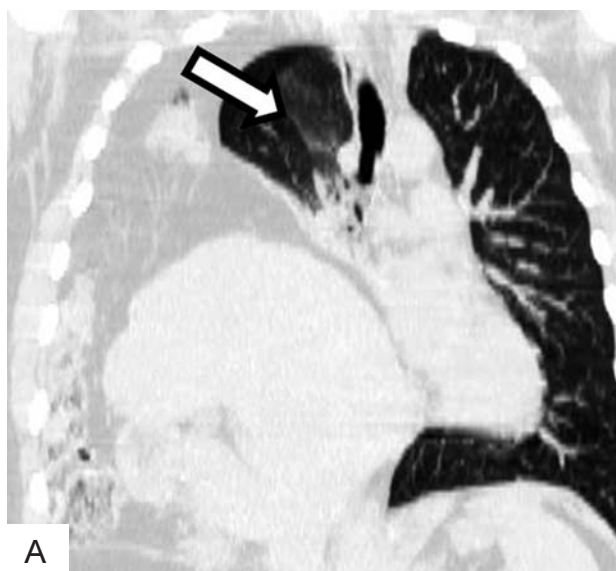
Компьютерные томограммы пациентки Н., 31 год. А: объемное уменьшение правого легкого, деформация бронхиального дерева (стрелка). Б: остаточный фрагмент правого купола диафрагмы (стрелка), деформация и перемещение правой доли печени и петель толстой кишки в правую половину грудной клетки через дефект центральной части диафрагмы (треугольная стрелка). В: перемещение тела желудка (стрелка) в грудную полость справа через дефект центральной части диафрагмы
